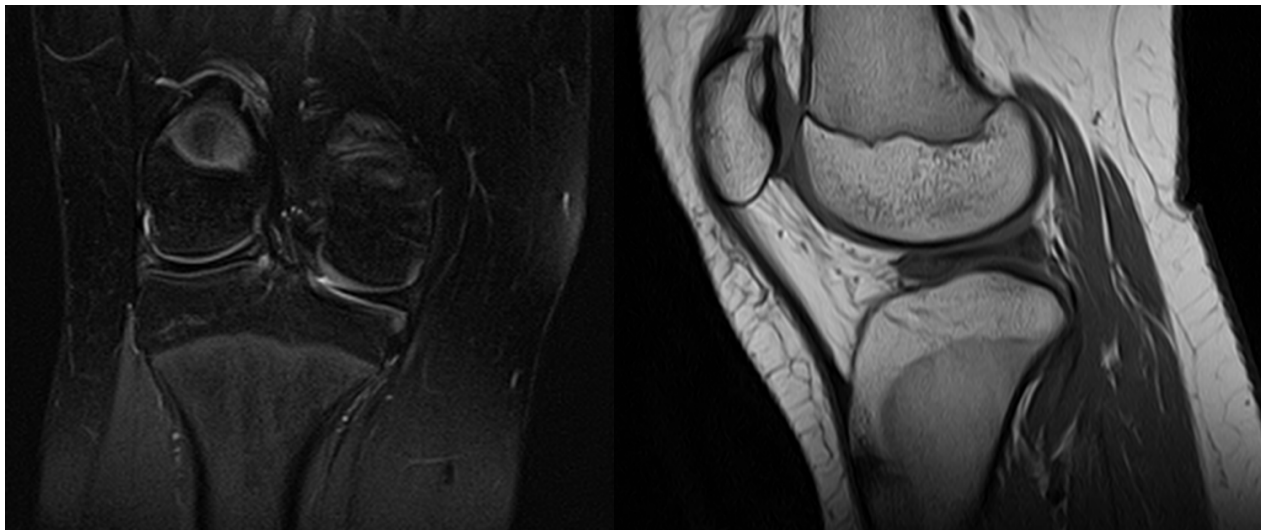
МРТ правого коленного сустава. Повреждение латерального дискоидного мениска
